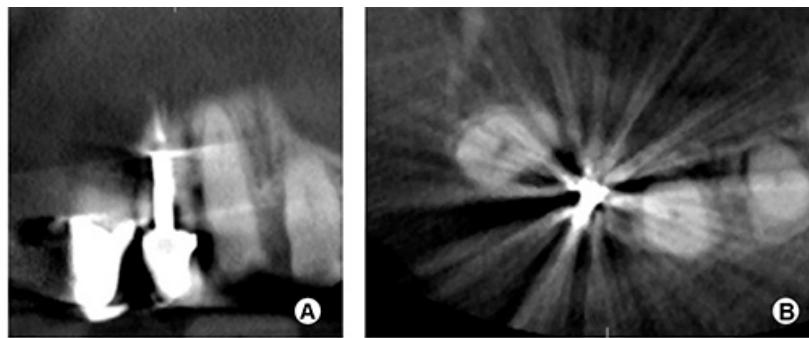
(A, B) -cortes coronal (A) e axial (B) de CBCT de incisivo central esquerdo reabilitado com uma coroa. Beam hardening causado pelos postes metálicos resultando em estriações e bandas que alteram a qualidade da imagem. (Imagem adaptada de <http://www.scielo.br/pdf/bdj/v23n3/a01v23n03.pdf>)
